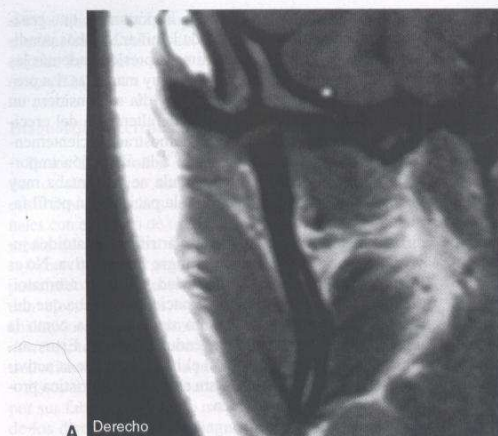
Resonancia magnética derecha (A) e izquierda (B). En estas vistas coronales, la resonancia magnética muestra el escaso remanente de las estructuras condilares.
